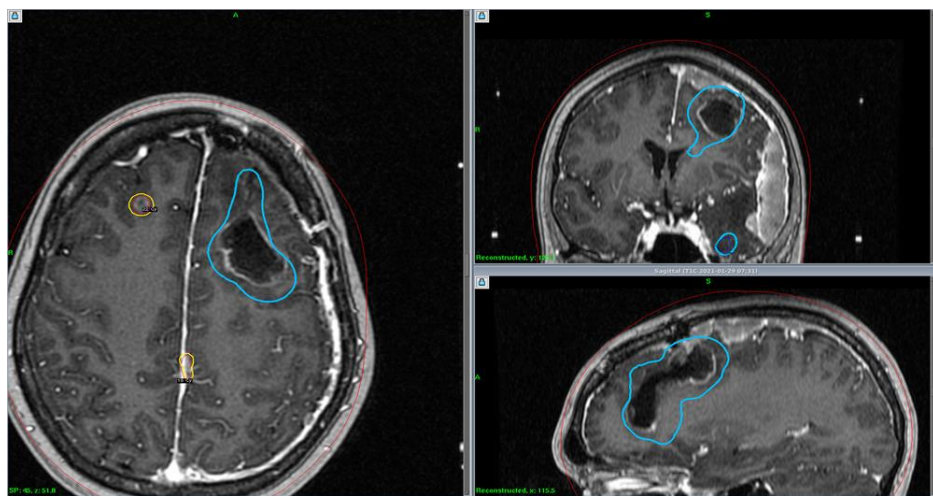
Данные МРТ головного мозга с контрастным усилением через 4 месяца после хирургического лечения. Планирование лучевой терапии (И/б 21250/С2020)
